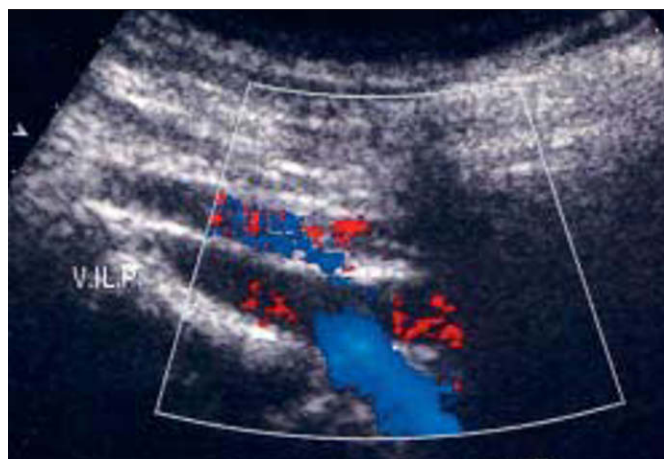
Doppler couleur. Coupe longitudinale de l'axe iliaque gauche par voie antéro-latérale montrant une inversion de flux au niveau de la veine hypogastrique.
